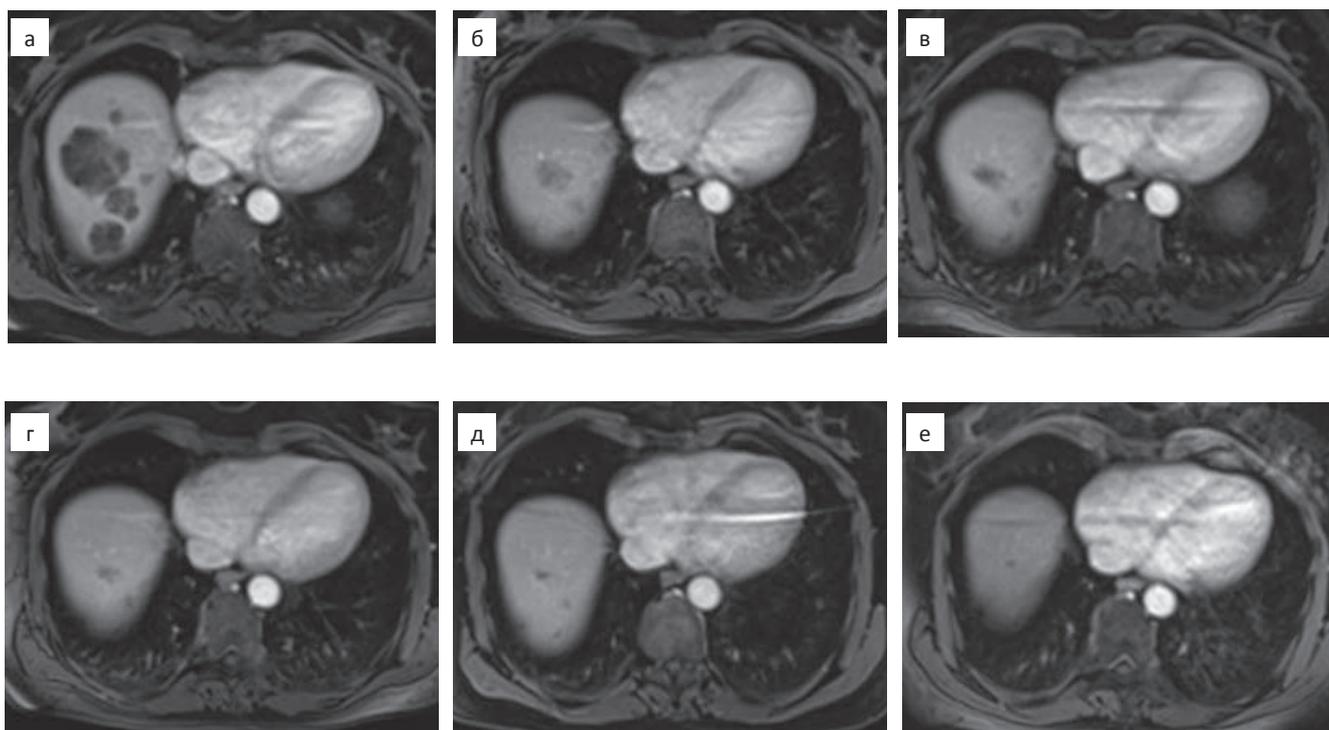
Инволюция таргетных очагов после ТАХЭ при МРТ брюшной полости в динамике T₁-ВИ VIBE, аксиальная плоскость, с подавлением сигнала от жировой ткани (FS), в порто-венозную фазу: а — 07.04.2018, перед ТАХЭ; б — 23.05.2018, после 1 этапа ТАХЭ; в — 11.07.2018, после 2 этапа ТАХЭ; г — 10.08.2018; д — 26.01.2019; е — 21.10.2020
